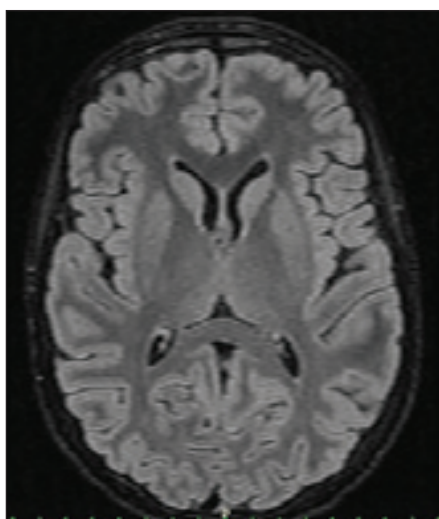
MR mozku – axiální T2 FLAIR sken – na počátku onemocnění oboustranné hyperintenzní léze obou talamů, oboustranně talamy zvětšené a edematózní.
